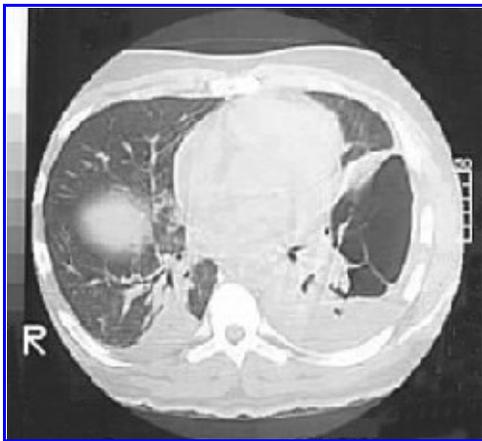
TAC de tórax. Quiste pulmonar izquierdo secundario a traumatismo grave de tórax que requirió neumonectomía.
